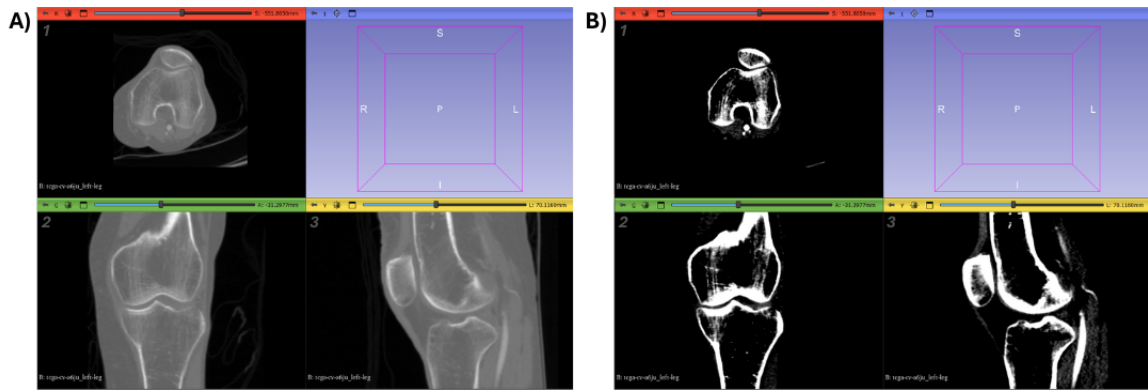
Comparación del ajuste de contraste en la tomografía computarizada, antes (A) y después (B), en los planos transversal (1), coronal (2) y sagital (3)
